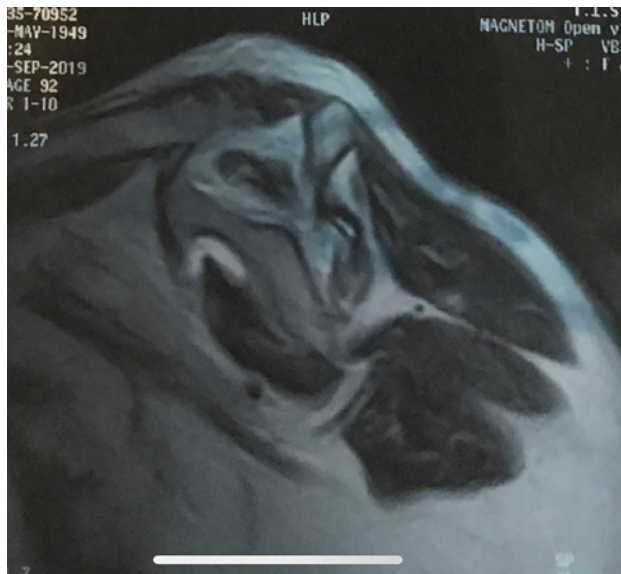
RM con atrofia grasa de supraespinoso e infraespinoso, imagen característica.
